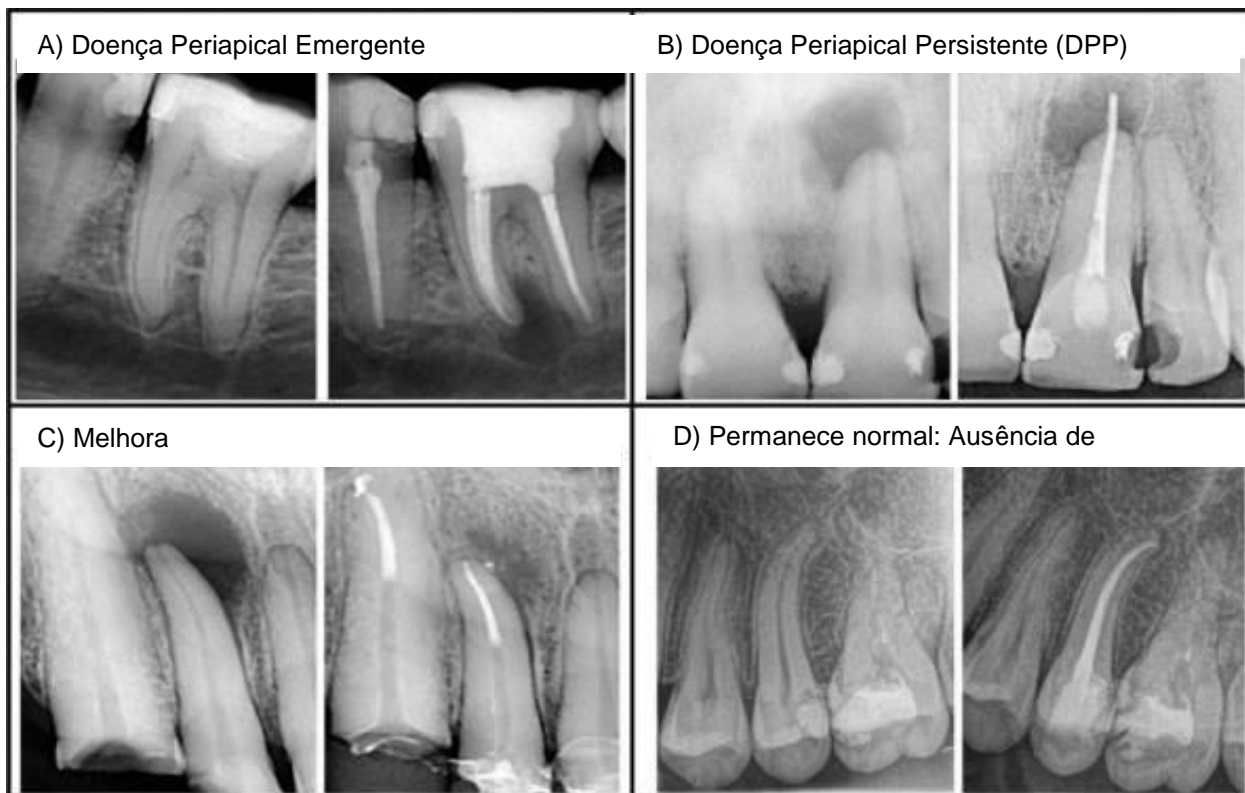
Avaliação radiográfica de PA. A) Doença Periapical Emergente (DEP): Periodontite apical na consulta de acompanhamento ou "novo"; B) Doença Periapical Persistente (DPP): Periodontite apical não resolvida após o tratamento; C) Melhora: Periodontite apical que se resolve ou melhora após a realização do tratamento; D) Permanece normal: Ausência de Periodontite Apical (Estruturas periapicais normais; ou pequenas alterações na estrutura óssea) antes e depois do tratamento. Fonte: Adaptado de (Sánchez Aleman et al., 2023).
